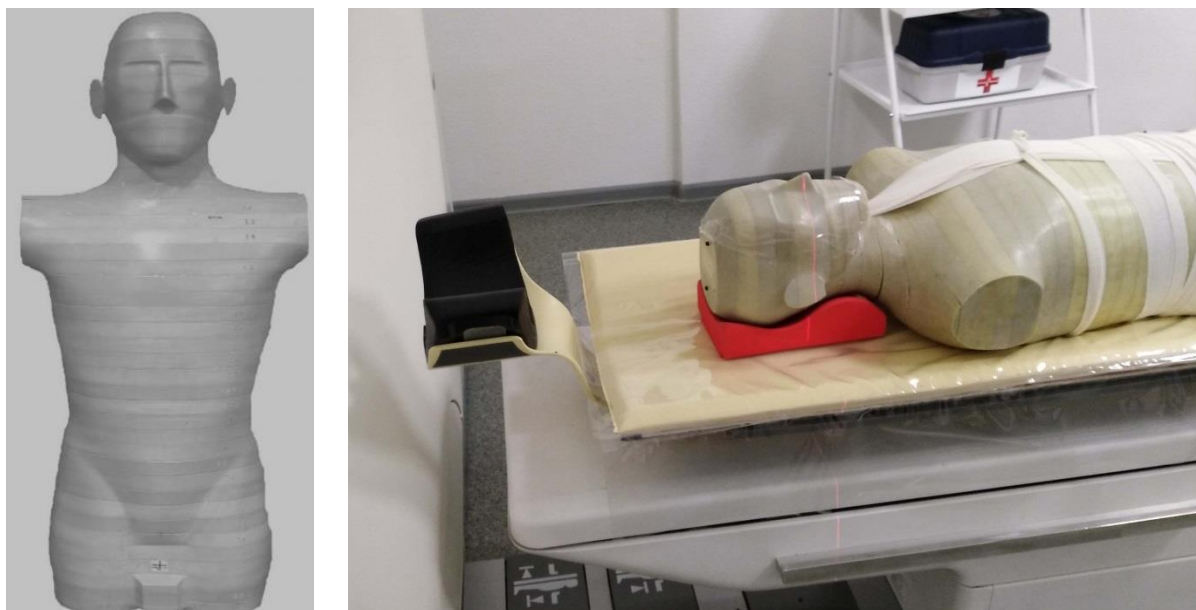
Стандартний гетерогенний антропоморфний фантом дорослої людини для вимірювання дозних параметрів КТ
